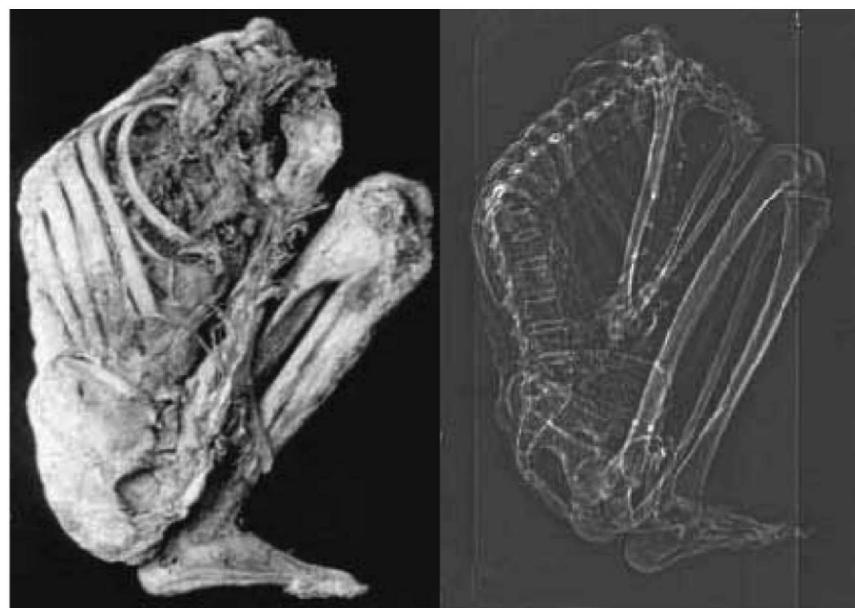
左:哥伦比亚木乃伊 003;右:计算机断层扫描(CT)
